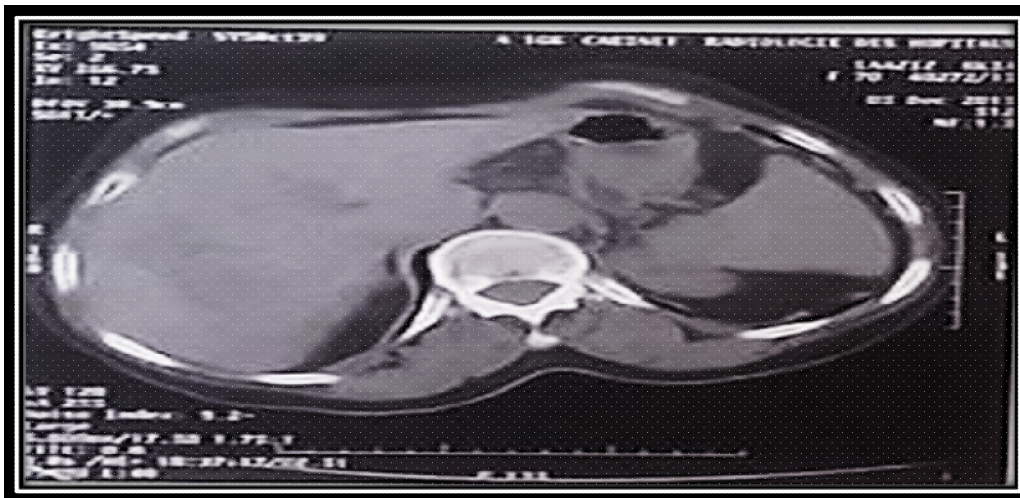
TDM Abdominal :
